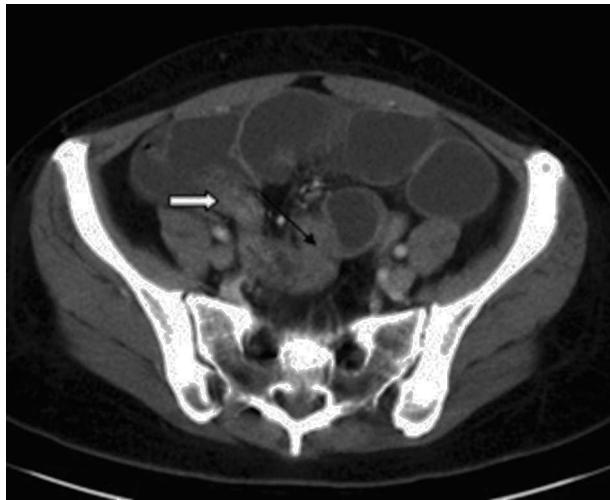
CT abdominal donde se observa dilatación de asas de intestino delgado, y cambio de calibre a nivel de íleon distal (flecha negra), a unos 10 cm de la válvula ileocecal (flecha blanca).
